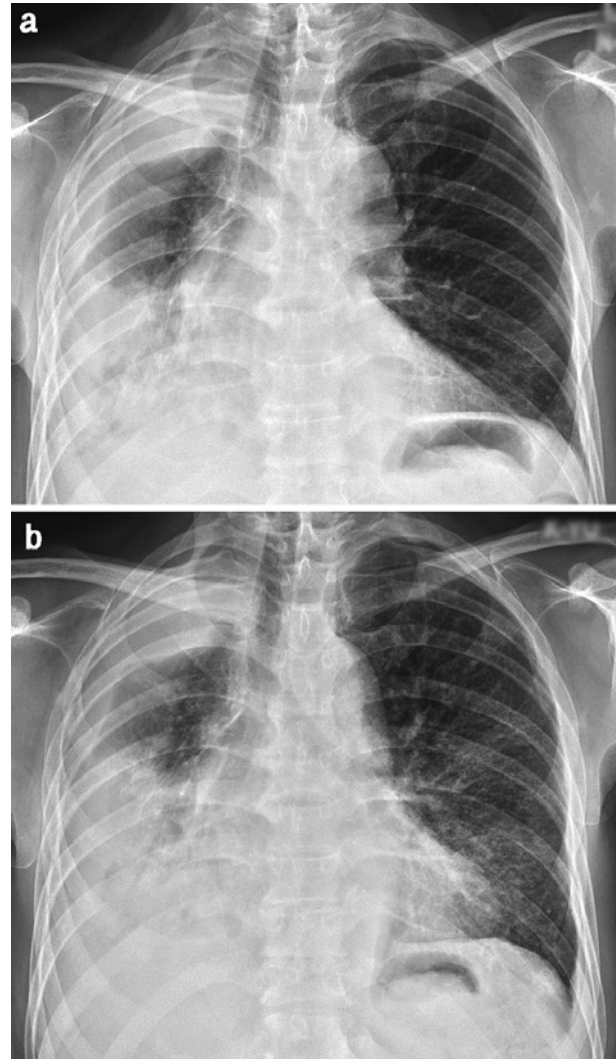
Chest radiograph showed no reticular shadow in the left lung in April 2008 (a), but reticular shadow appeared in June 2008 (b).
